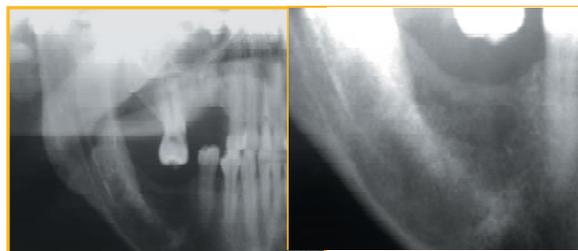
Radiografia panorâmica da área operada. Controle pós-operatório de 06 e 01 ano respectivamente.
